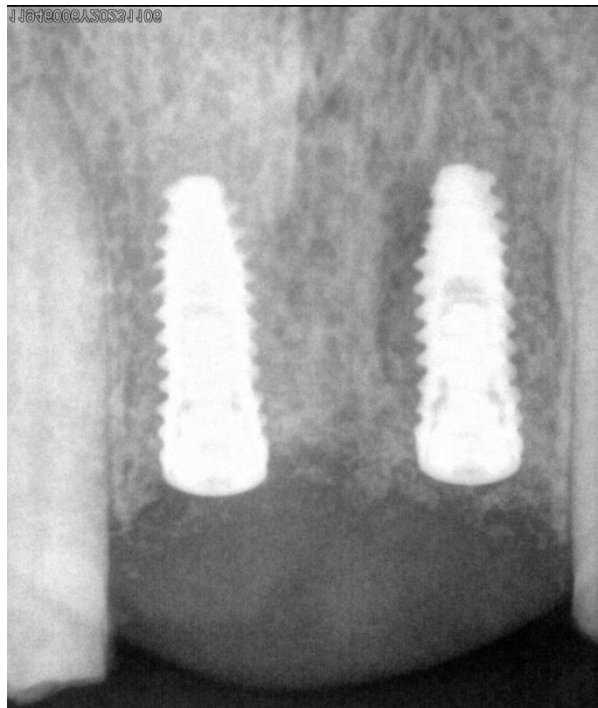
Radiografía de Control
